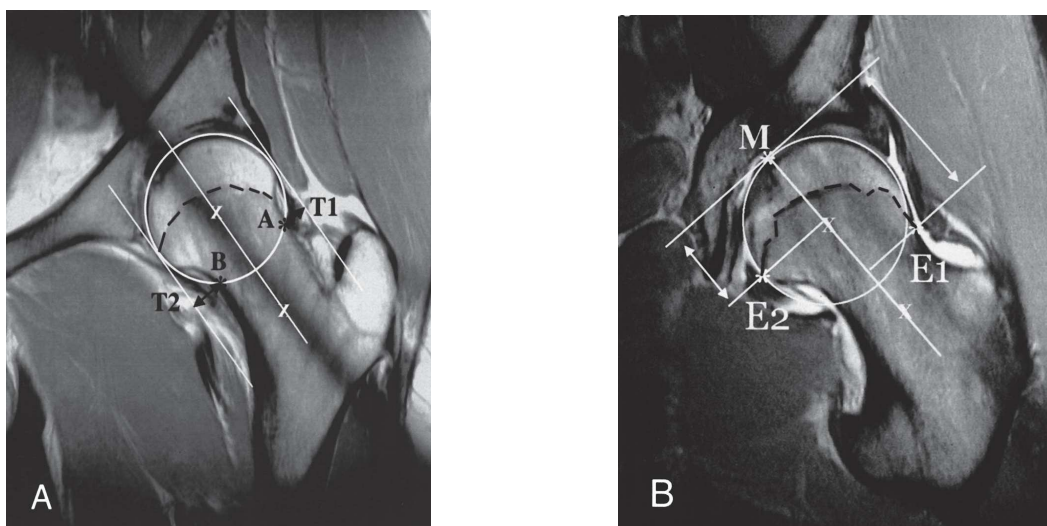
IRM de hanche gauche chez un patient sain (A) et un patient présentant un conflit de hanche par effet came (B). On remarque l'extension de la ligne de cartilage (ligne noire s'étendant de E1 à E2) de croissance chez le sujet présentant une CAFA en comparaison au sujet sain.
